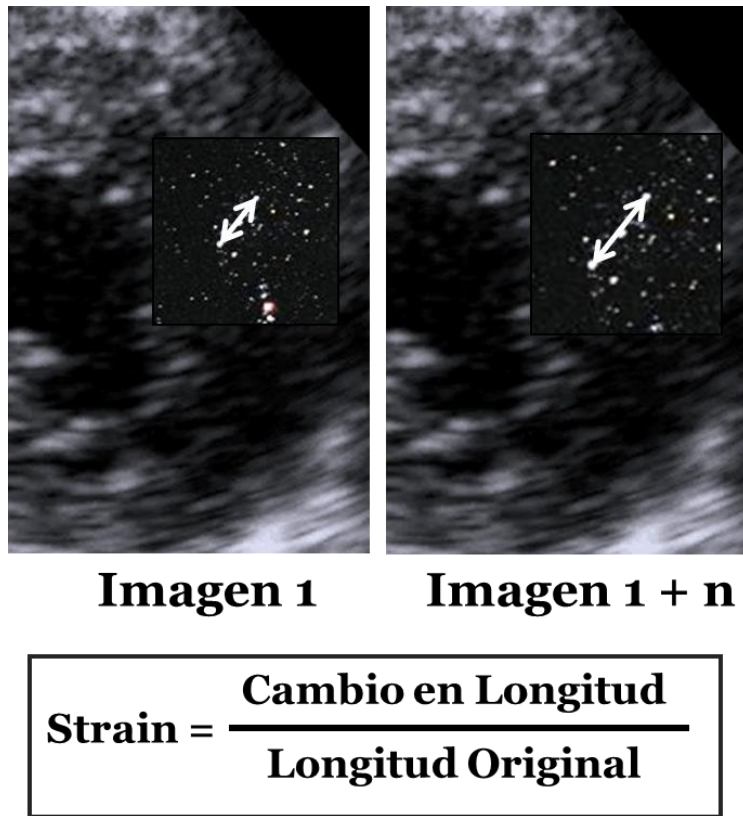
Strain medido por ecocardiografía con speckle tracking. Adaptado de Gorcsan, 2011.¹¹³
